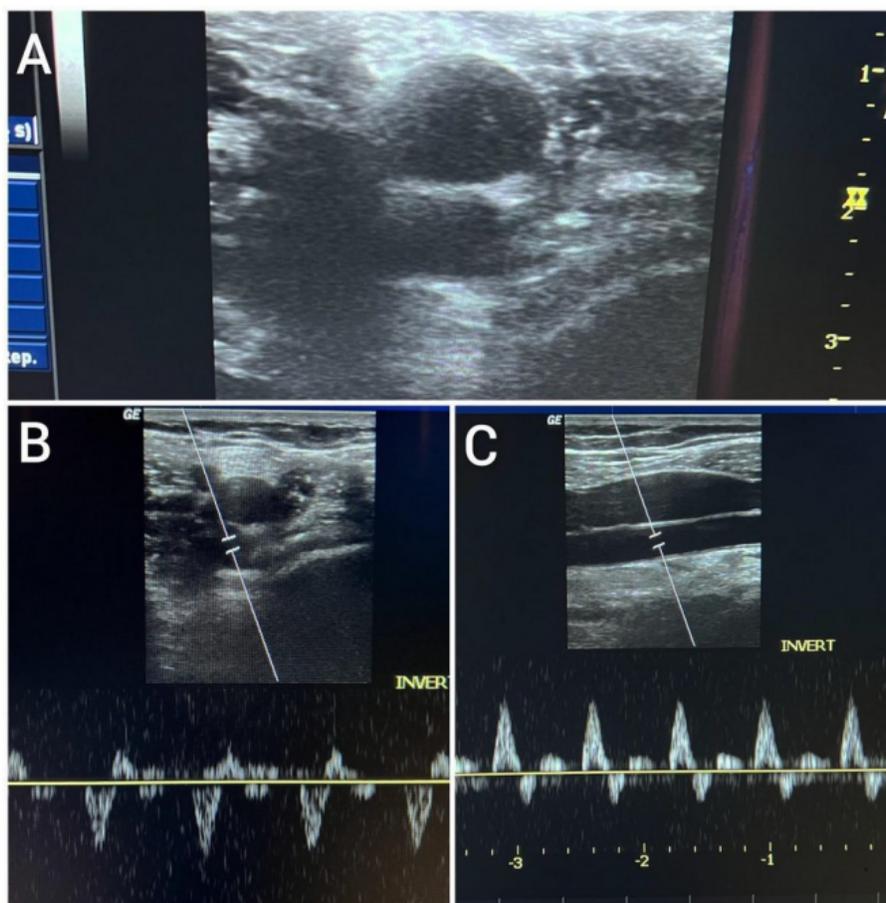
Diferencia entre arteria y vena poplítea por medio de la colapsabilidad venosa y Doppler
